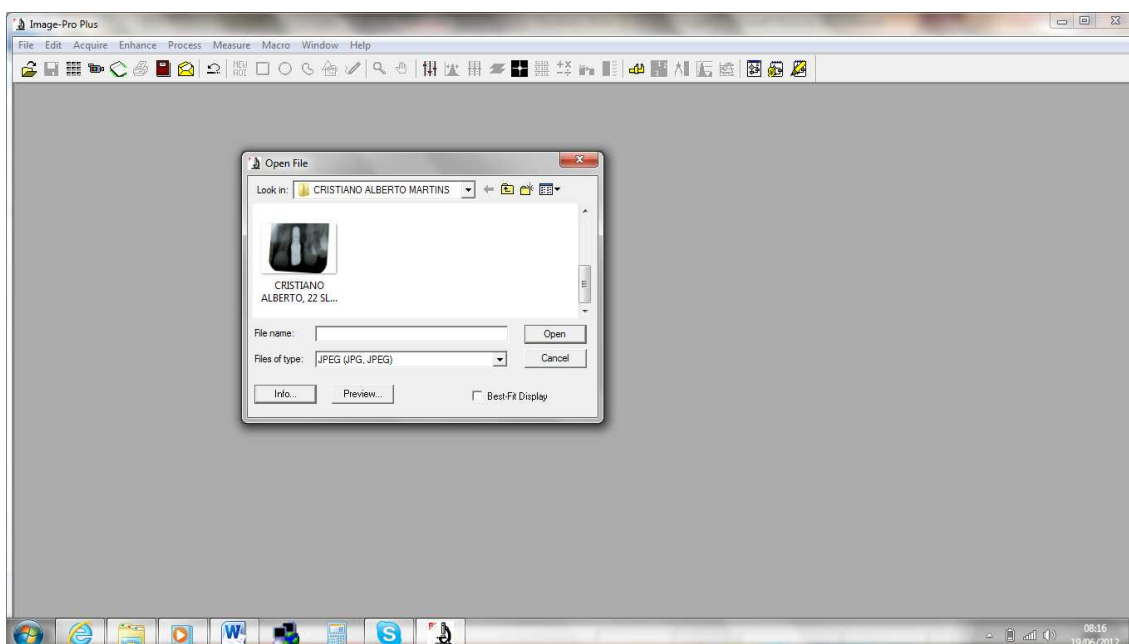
Radiografia periapical aberta no programa *Image Pro Plus*
